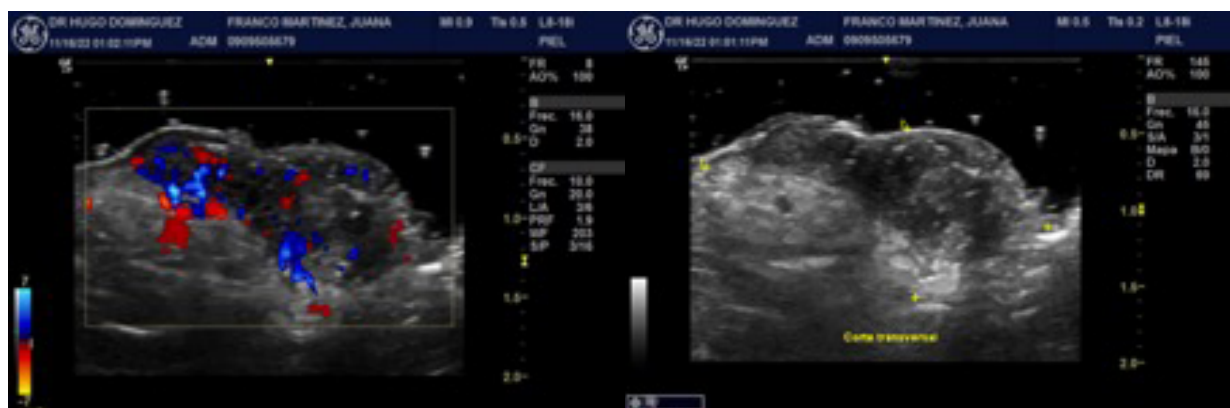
En la ecografía se visualiza una zona focal sólida, dérmica e hipodérmica, heterogénea (hipoecoica en su zona superior hiperecoica en su zona inferior), de contornos ligeramente definidos. 3B. A la Ecografía Doppler se detecta una vascularización prominente en su interior.
